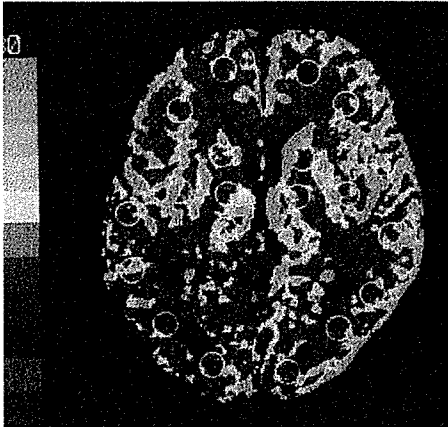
後天性吃のXe-CT 右前頭葉，側頭-後頭葉，大脳基底核部の血流が低下していた
